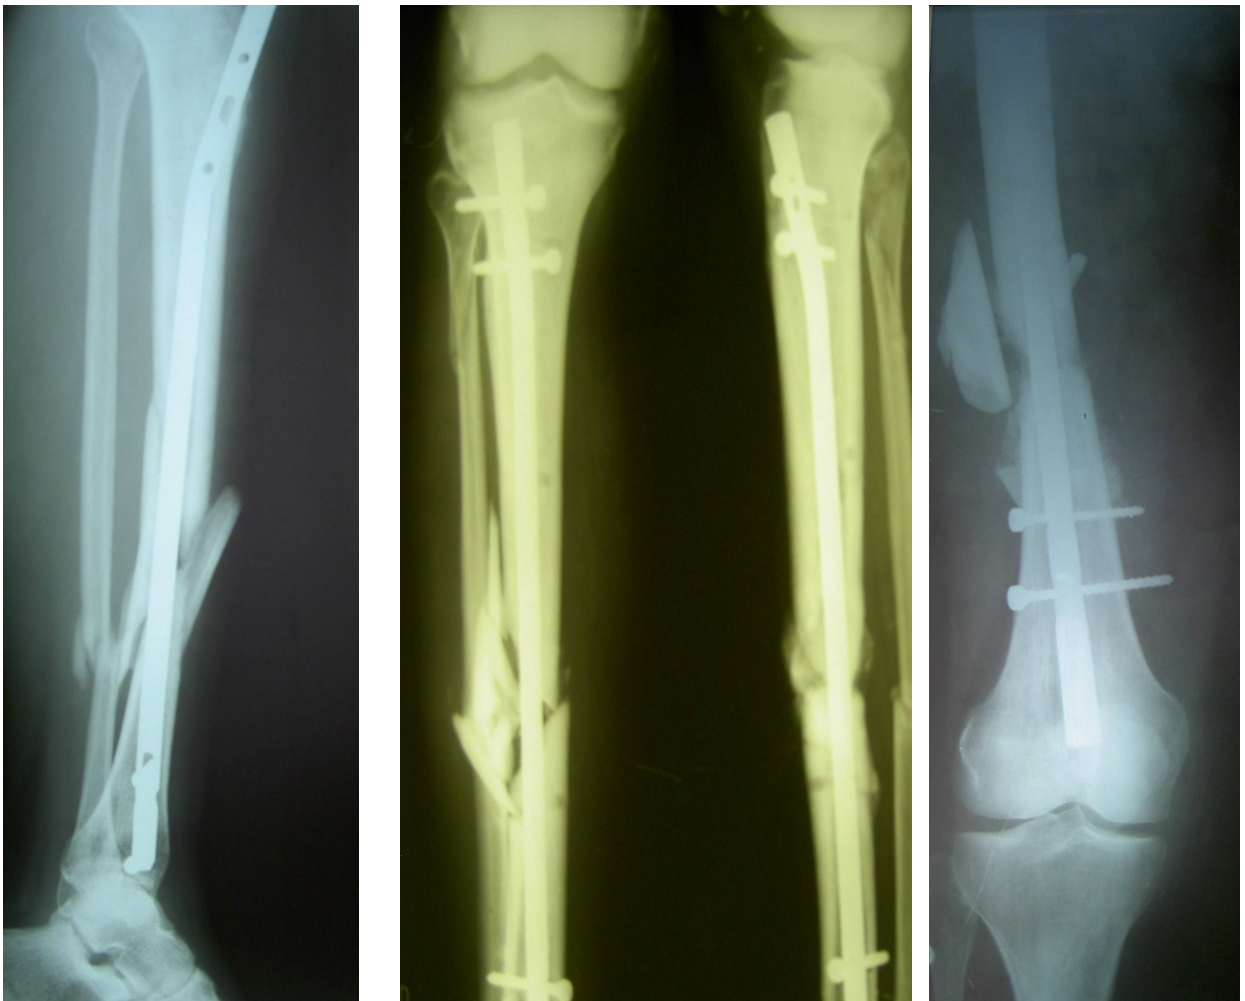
Фотовідбитки рентгенограм з неусуненим зміщенням вільних кісткових фрагментів
